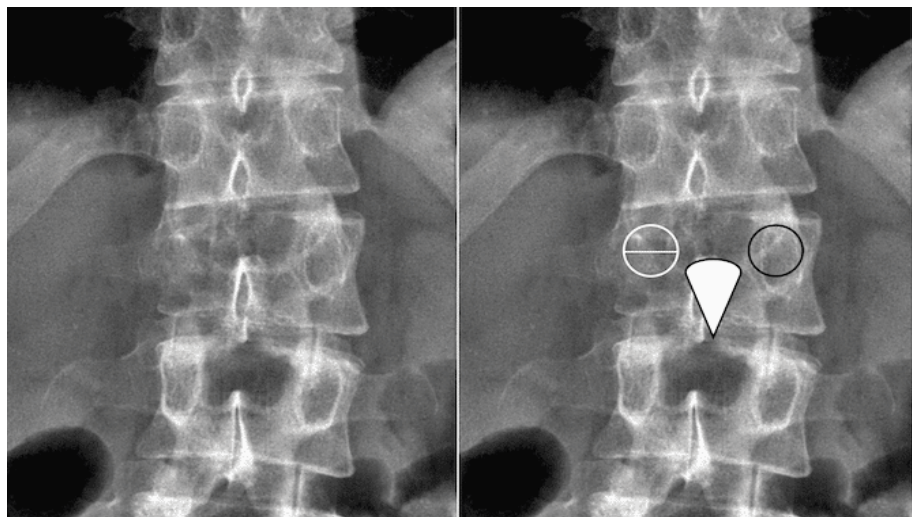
radiographie du rachis montrant l'ostéolyse pédiculaire 'winking owl sign' [64]
